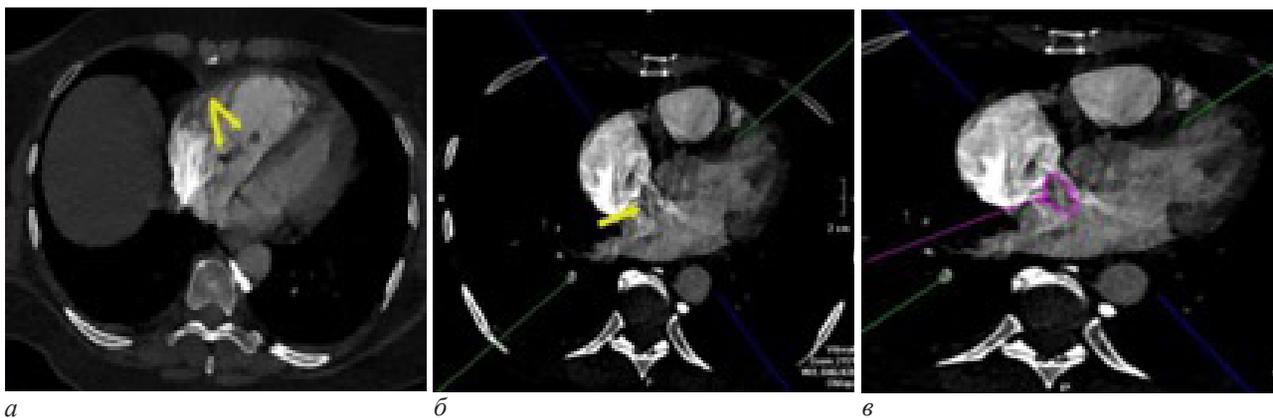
Фрагменты МСКТ-ангиопульмонографии в проекциях МIP-реконструкции аксиальных плоскостях; четырехкамерная проекция камер сердца. Определяются дефекты наполнения в правом предсердии с пролабированием одного из них в левое предсердие через ООС
